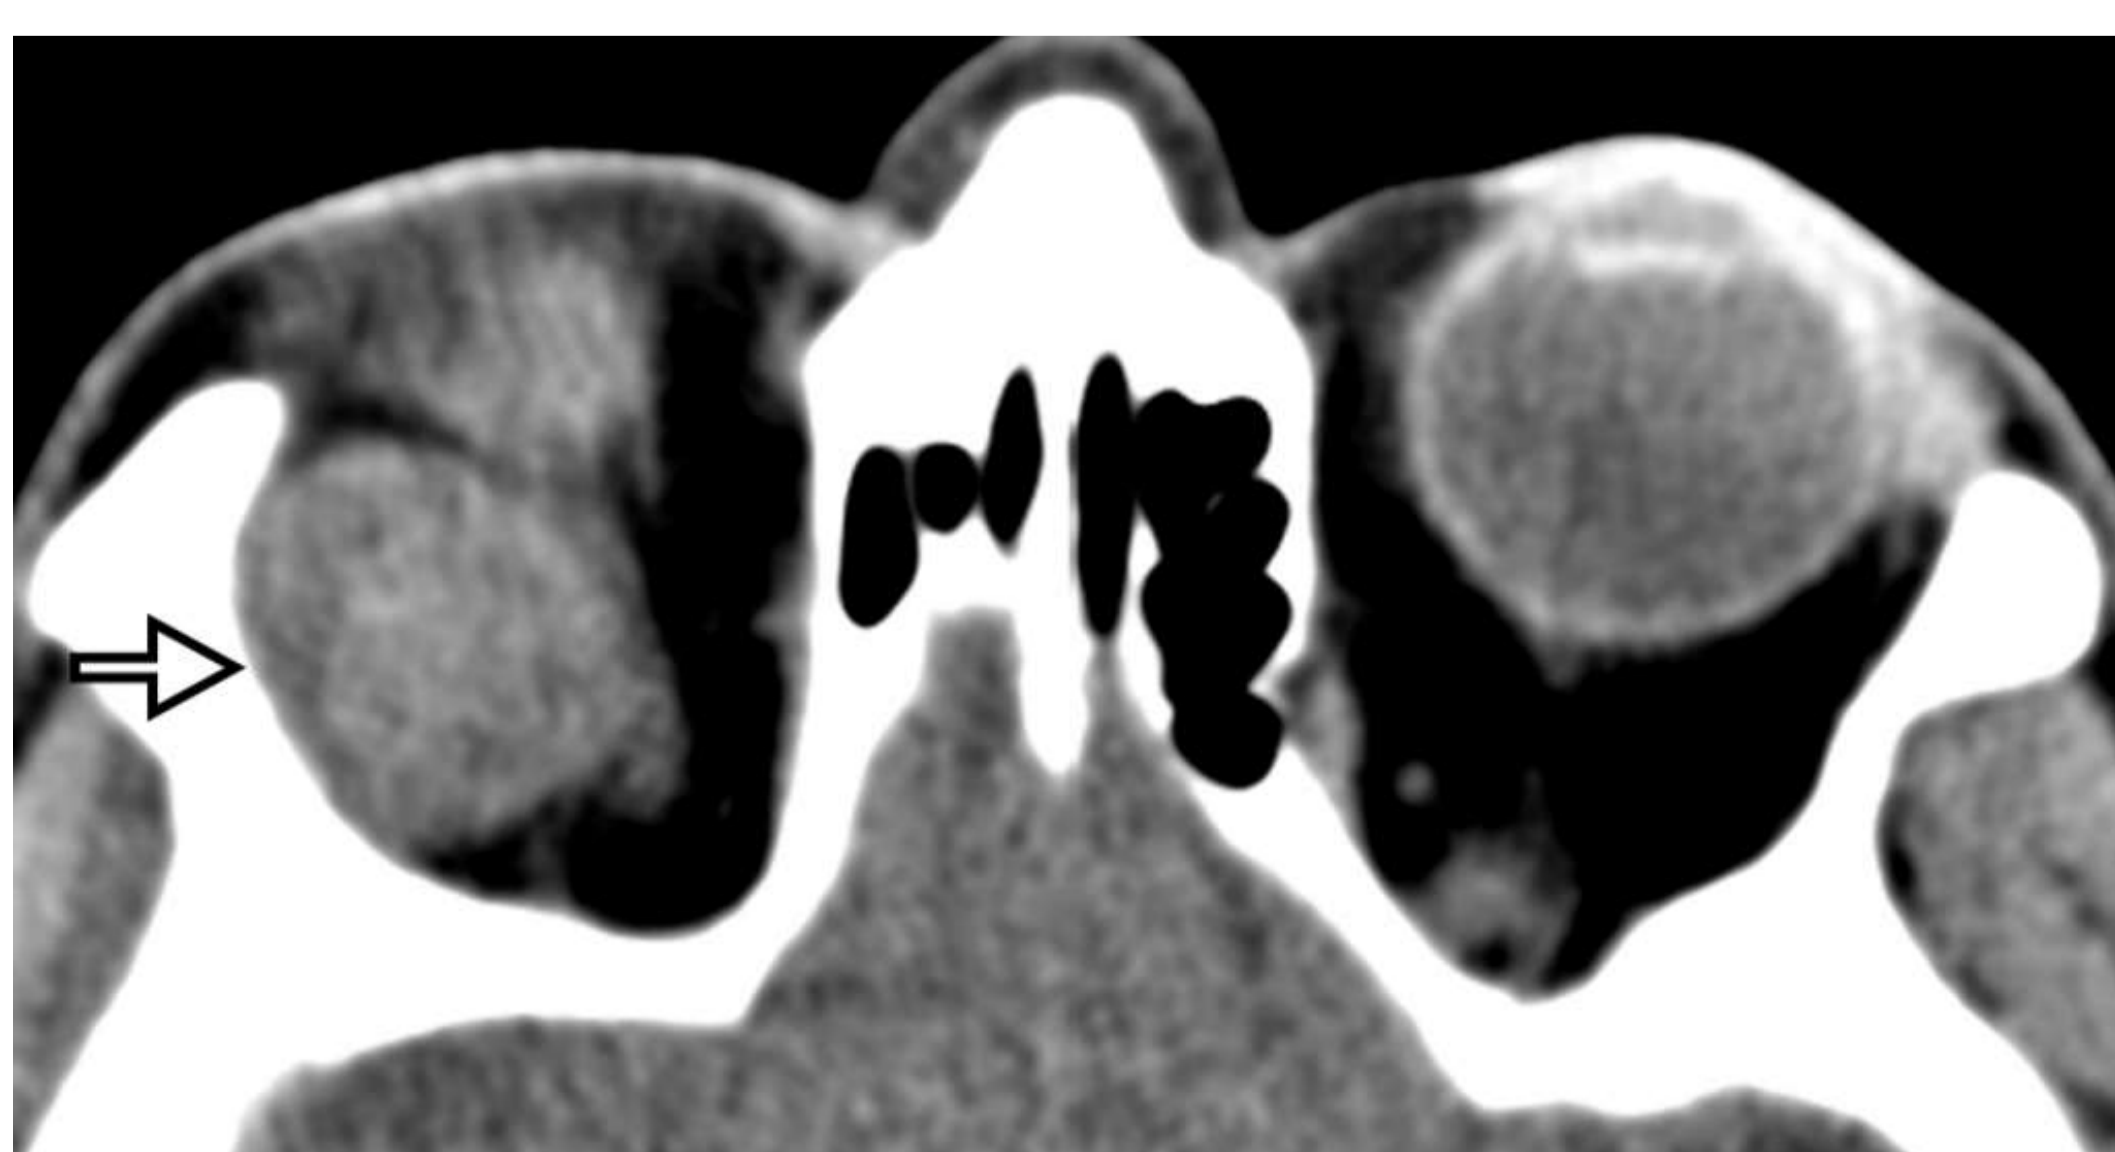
Metástasis de melanoma. (a) Imagen axial de TC sin contraste obtenida en un hombre de 59 años que muestra una masa extraconal en la órbita derecha (flecha). (b) En una imagen de TC axial con contraste, la lesión aparece realzada (flecha) y se extiende a través de los lóbulos frontal y parietal, y tejidos blandos extracraneales (*).
